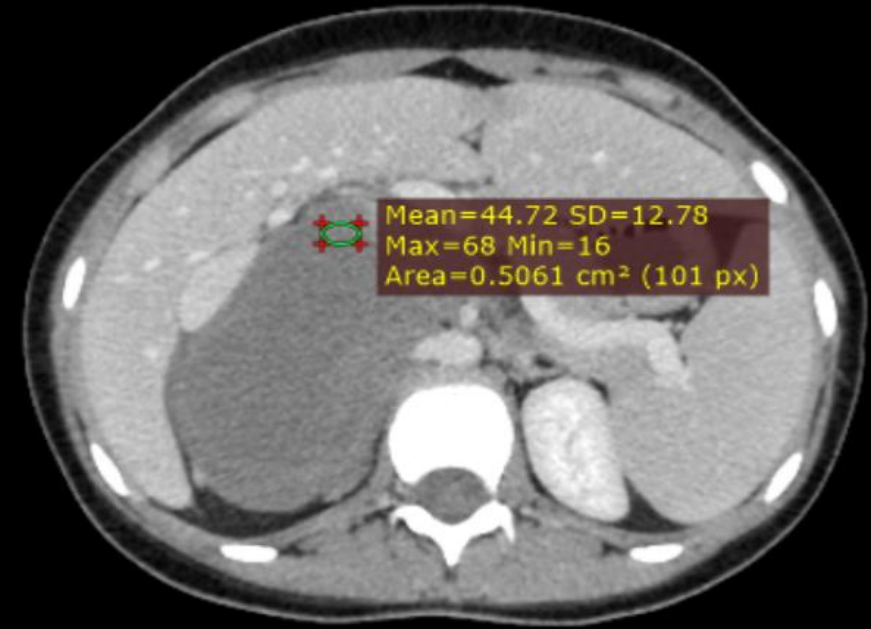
coupe axiale TDM APC au temps
